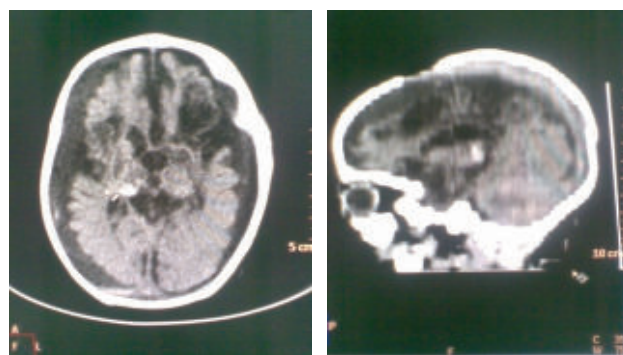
КТ от 20.03.2010. Признаки кистозных изменений полушарий головного мозга. Хроническая субдуральная гематома обоих полушарий мозга.
